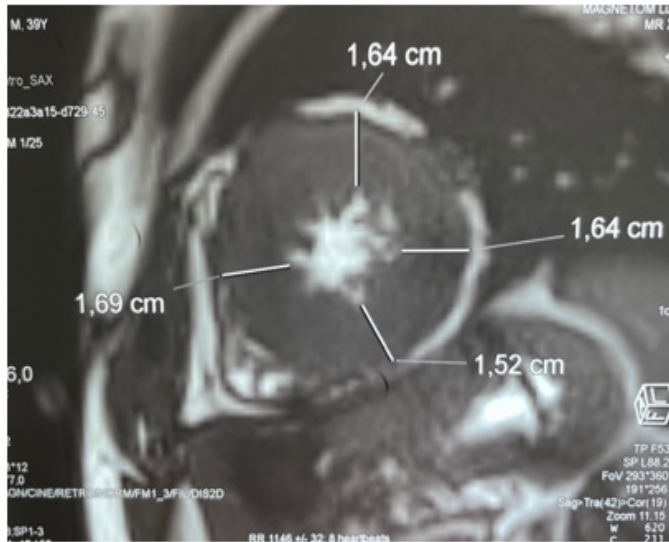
IRM cardiaque, coupe petit axe apicale
